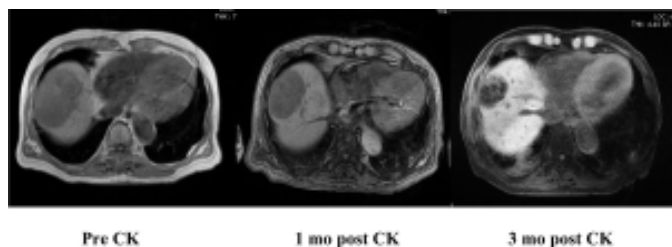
Abdominal MRI taken 1 and 3 months after the CyberKnife (CK) revealed a reduction in size of HCC from 8.6x6.0x6.0 cm to 7.0x4.8x4.7 cm. and 3.7x3.8x3.6 cm respectively.
